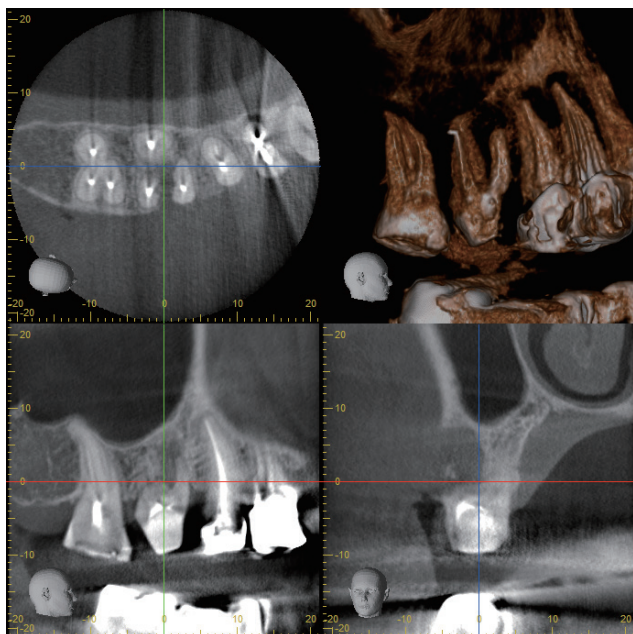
局部照射拍攝的CBCT可以展現牙齒等較細緻的構造也可以降低病人所接受的輻射劑量。黃色箭頭是顯示右上第一大臼齒的根尖病變
